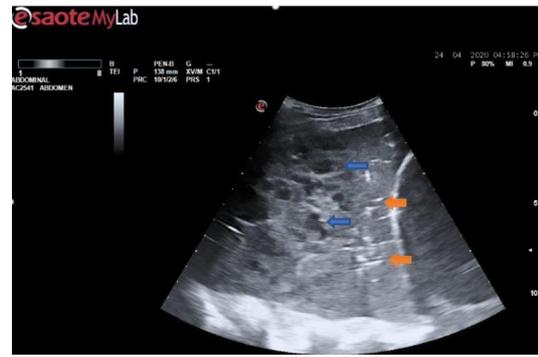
Ecografía pulmonar: Imagen de consolidación en base derecha con zonas anecogénicas redondeadas (flecha azul) y broncograma aéreo (flecha naranja)
